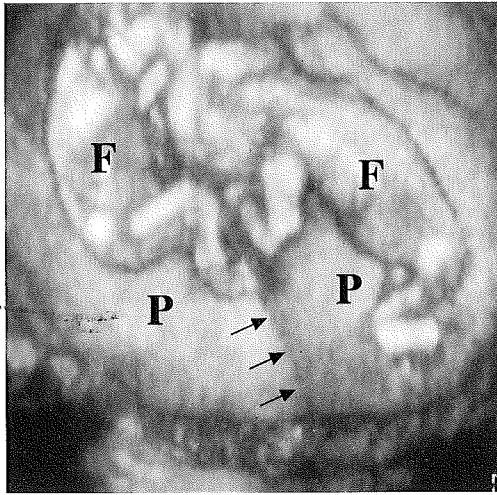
妊娠 15 週の 2 絨毛膜 2 羊膜性双胎妊娠の 3 次元超音波像
